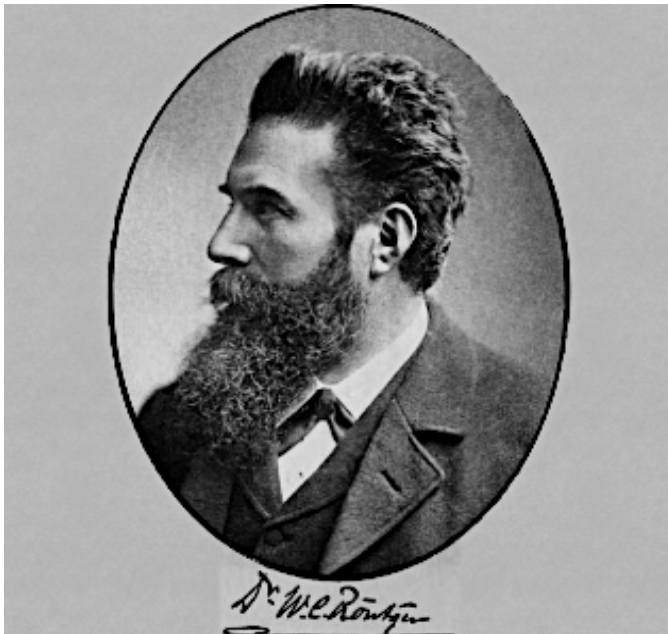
Wilhelm Conrad Röntgen
